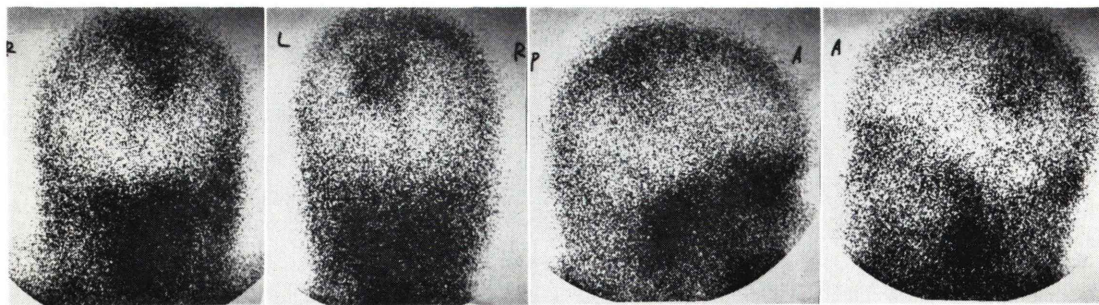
$^{111}\text{In}$ -bleomycin brain scintigrams of case 3.
